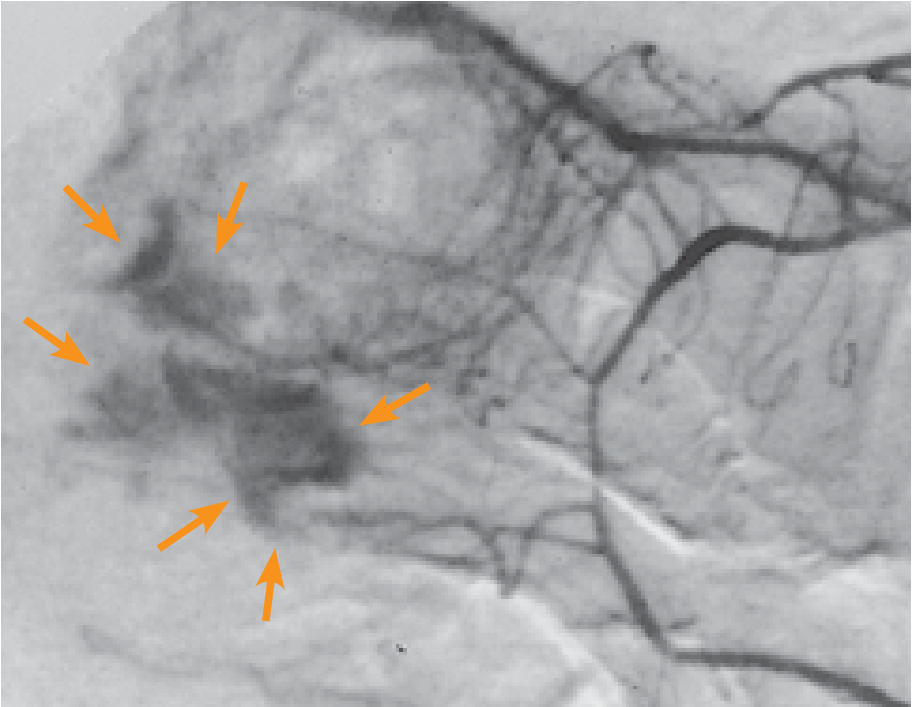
Röntgendarstellung der Gefäße (Angiografie), die zum Dickdarm führen, bei einem Patienten mit Divertikelblutung. Im Bereich der Blutungsquelle findet sich ein wolkenartiger Kontrastmittelübertritt in das Darminnere (Pfeile).
